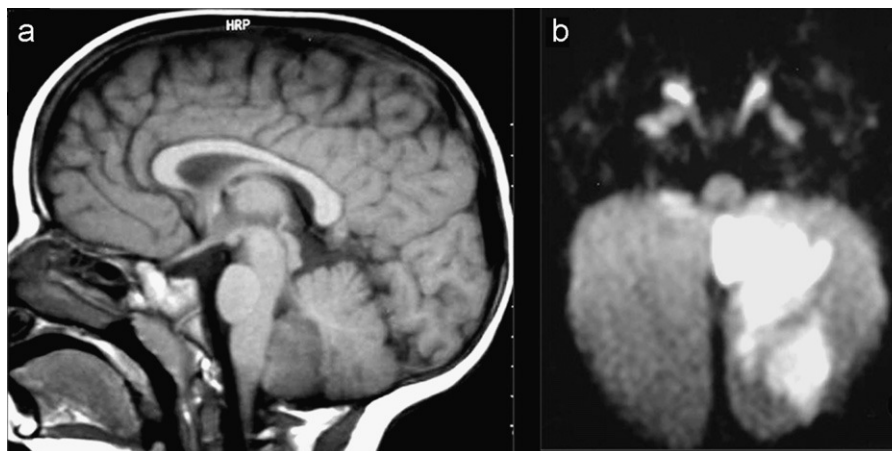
a) Resonancia magnética cerebral en corte sagital T1. Alteración de señal hipointensa en T1 en cerebelo inferomedial. b) Resonancia magnética cerebral en corte axial con técnica de difusión. Hiperseñal en imagen de difusión traduciendo restricción a la difusión del agua por edema citotóxico.
